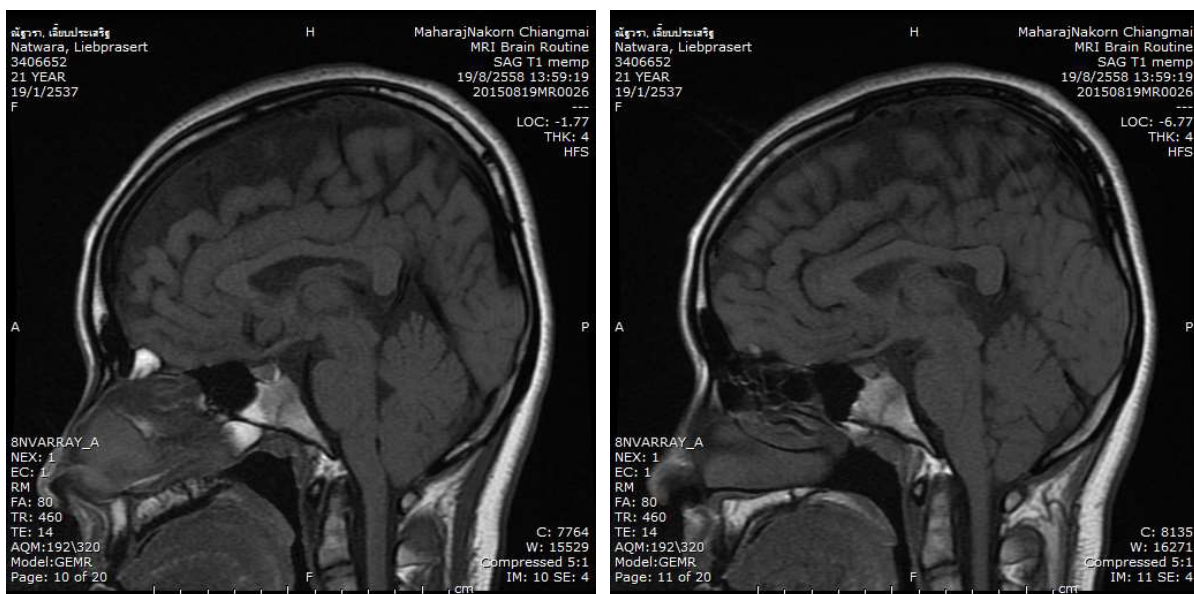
MRI brain (T1) image showed herniation of bilateral cerebellar tonsil approximately 6 mm below the foramen magnum.
